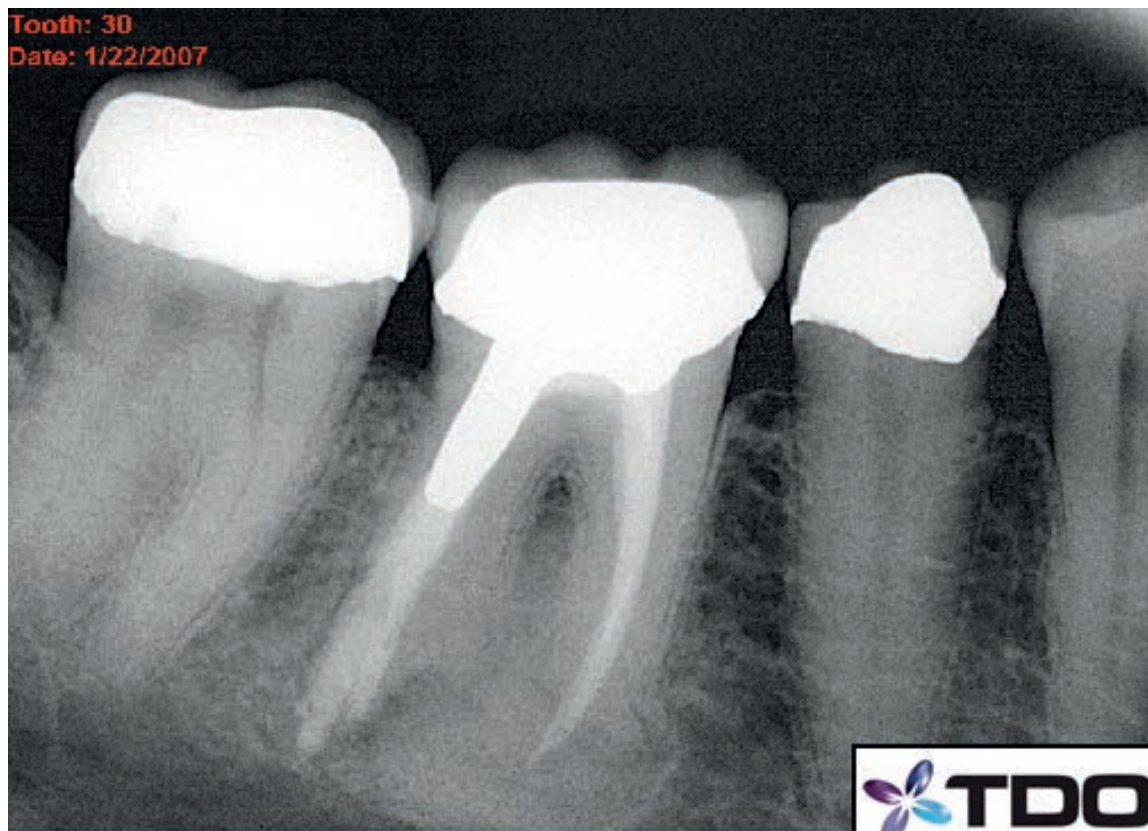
Im Vergleich zum ersten Recall zeigt die Röntgenkontrollaufnahme vom 22.11.2007 eine weitere Reduktion der periapikalen Läsion.
